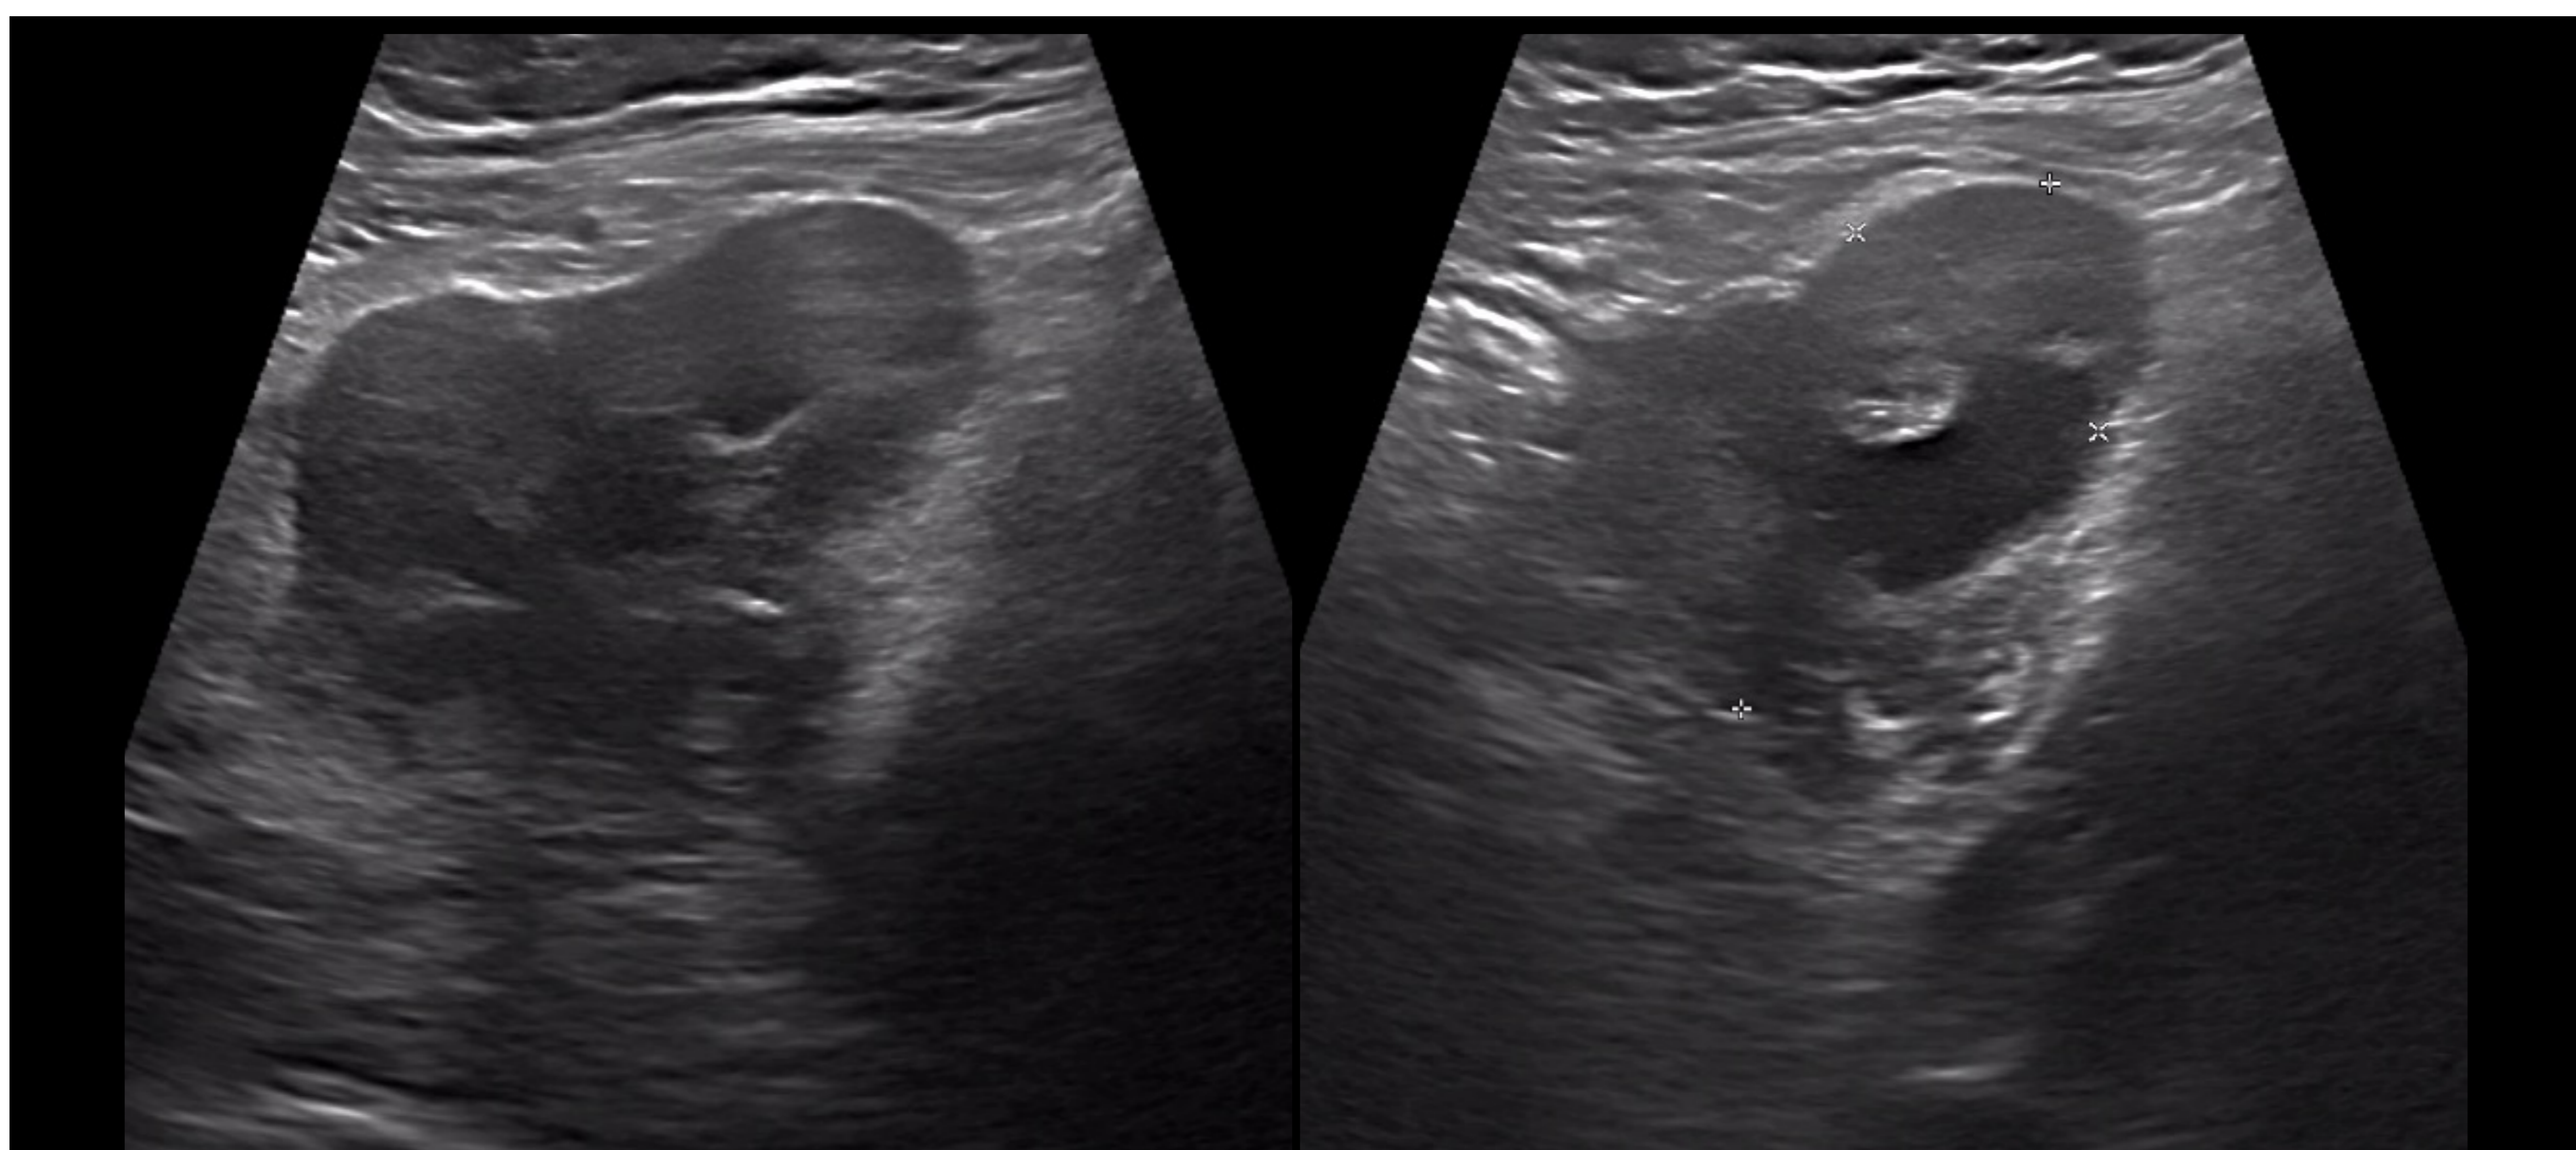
Abscesos tubo-ováricos. Paciente de 50 años con dolor y defensa en FII y elevación de la PCR. La ecografía muestra conglomerados inflamatorios bilaterales en región anexial observándose ambos ovarios aumentados de tamaño, mal definidos, con múltiples colecciones de paredes gruesas y contenido hipoecogénico. Asimismo, llama la atención el aumento de la ecogenicidad del tejido graso circundante.
